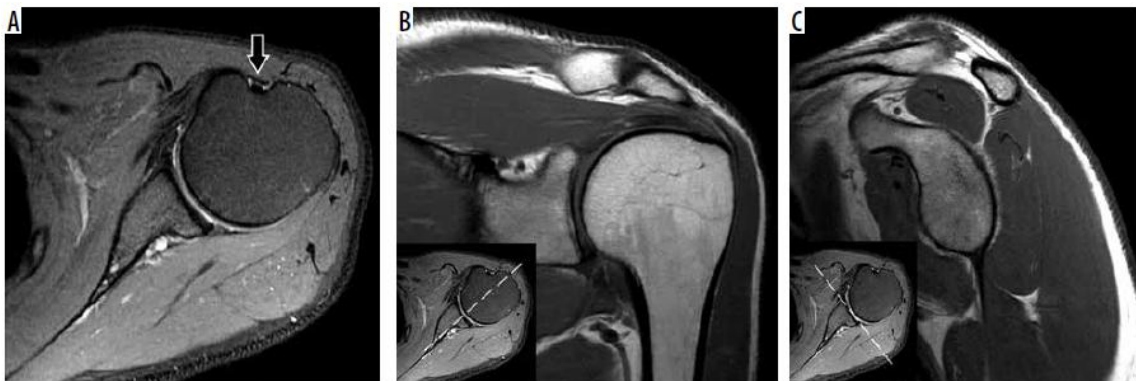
Planos de RM del hombro. A: Axial DP FS, B: Coronal oblicua T1, C: Sagittal oblicua T1 (38).
